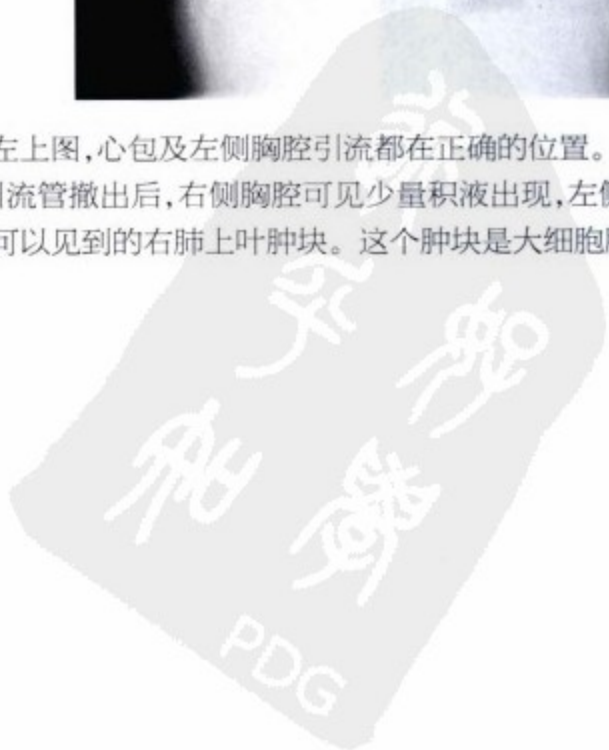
左上图,心包及左侧胸腔引流都在正确的位置。右上图,心包引流管已被撤出,可见新的引流管位于右侧胸腔。左下图,胸腔引流管撤出后,右侧胸腔可见少量积液出现,左侧胸腔的积液量较大。右下图,对比增强胸部 CT 扫描显示在胸部平片上同样可以见到的右肺上叶肿块。这个肿块是大细胞肺癌,其导致了胸腔积液与心包压塞。
